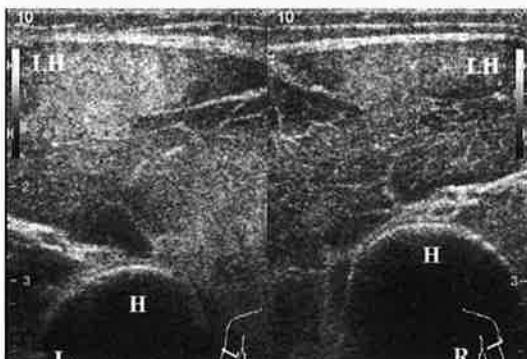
初診時（第4病日目）の両側の上腕三頭筋外側頭（LH）の超音波短軸像。外側頭に、強い腫脹・高エコー像とともに、筋組織architectureのdiffuseな、崩壊像がみられた。H, Humerus; R, right; L, Left.
